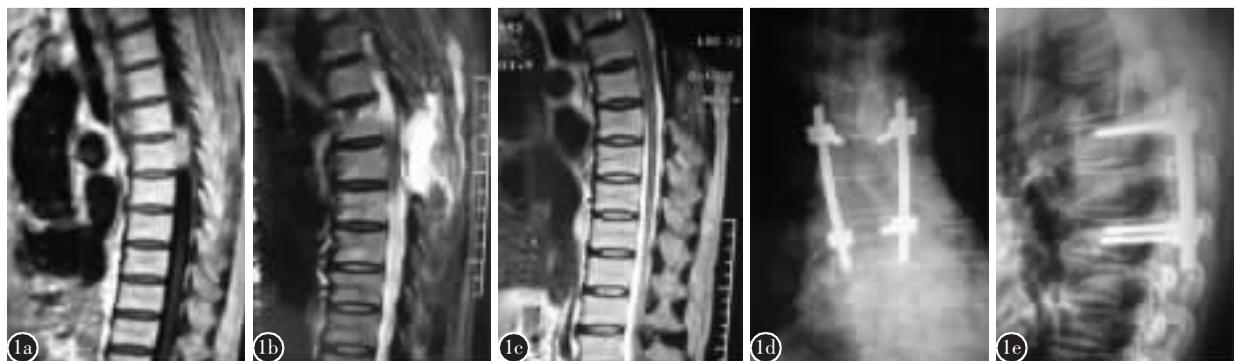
患者女性,65 岁 a 术前 MRI 示 T5~T6 椎管内占位性病变 b 术后 MRI 示肿瘤已经切除 c 术后 1 年 MRI 示肿瘤未复发 d、e 术后 1 年 X 线片示内固定位置良好,无松动,横突间植骨已融合
